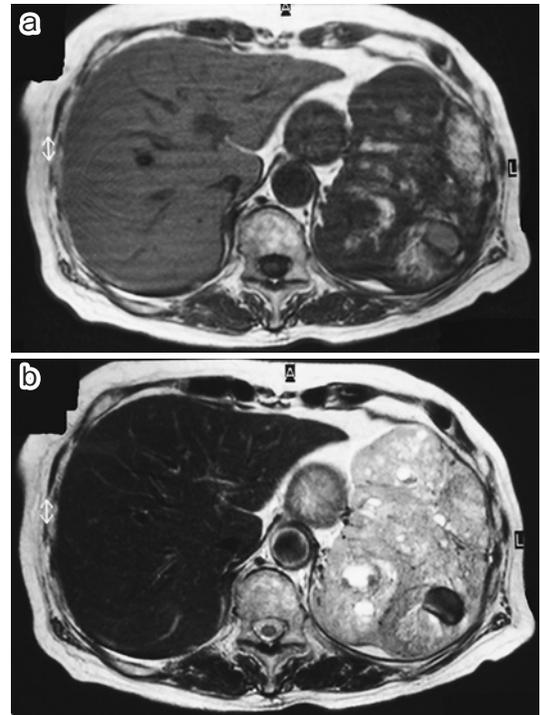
a : T1-weighted image showed a irregular-shaped tumor which contained the lesions of low to high intensity. b : T2-weighted image showed a heterogeneous tumor with a mixture of the lesions of iso to high intensity.
